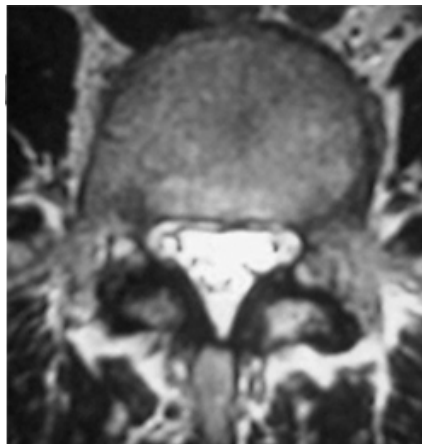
Degenerescência facetária em ressonância magnética (corte realizado no espaço L4-L5)
